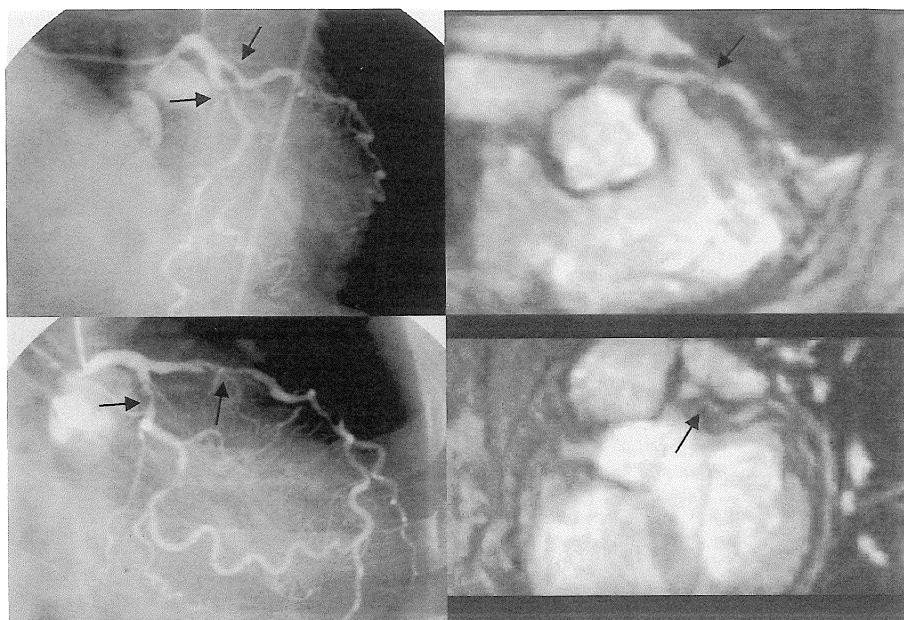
83-year-old woman with recently developed chest pain. Significant proximal segment of left anterior descending artery and left circumflex artery (arrows) depicted on conventional coronary angiogram (left) could be demonstrated on MR images (right).
